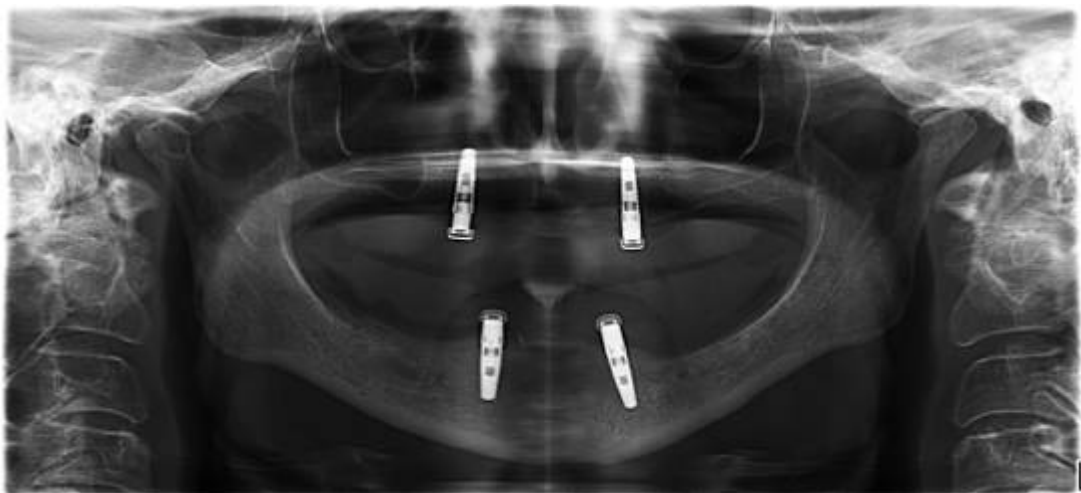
Ортопантомограмма пациентки К-ой, 76 лет, спустя 5 лет пользования перекрывающимися протезами с замками LOCATOR (Zest Anchors, США) на обеих челюстях: хорошее состояние периимплантатной кости
